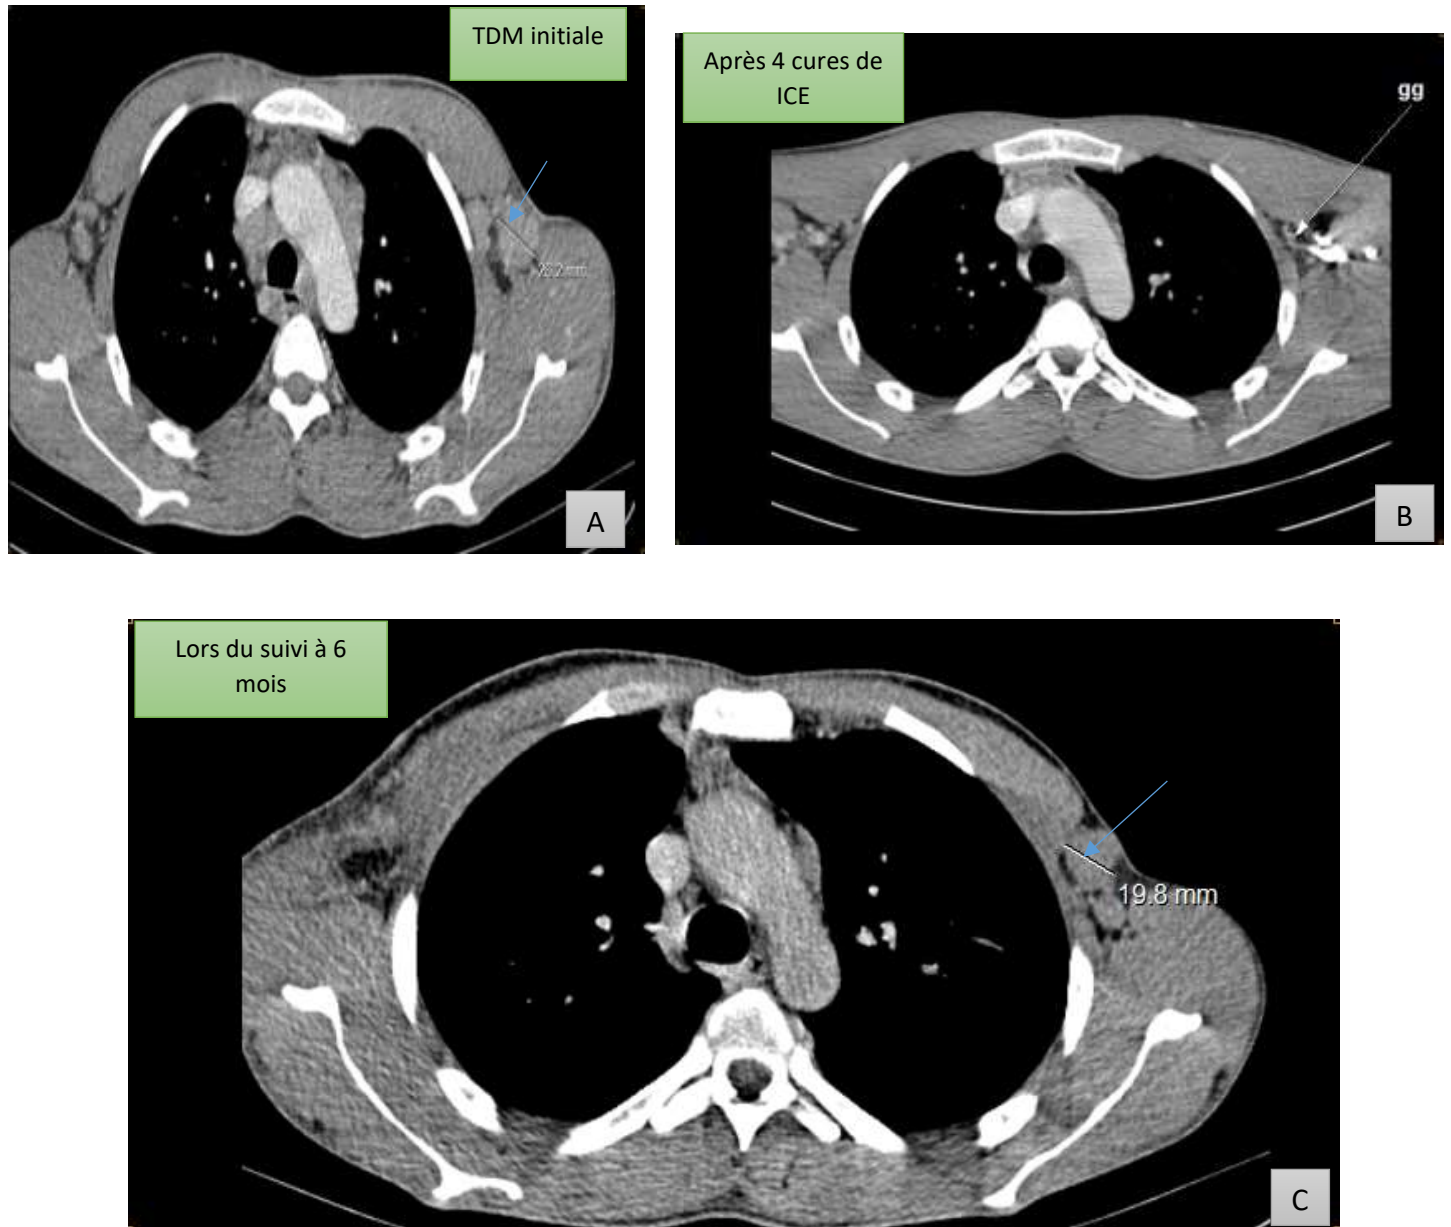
TDM thoracique fenêtre mediastinale , coupe axiale,après injection du produit de contraste iodé objectivant une rechute (A) Adénopathies axiales mesurant 26.2 mm (B) régression en taille de l'ADP décrite (C) réascencion de l'ADP axillaire gauche
